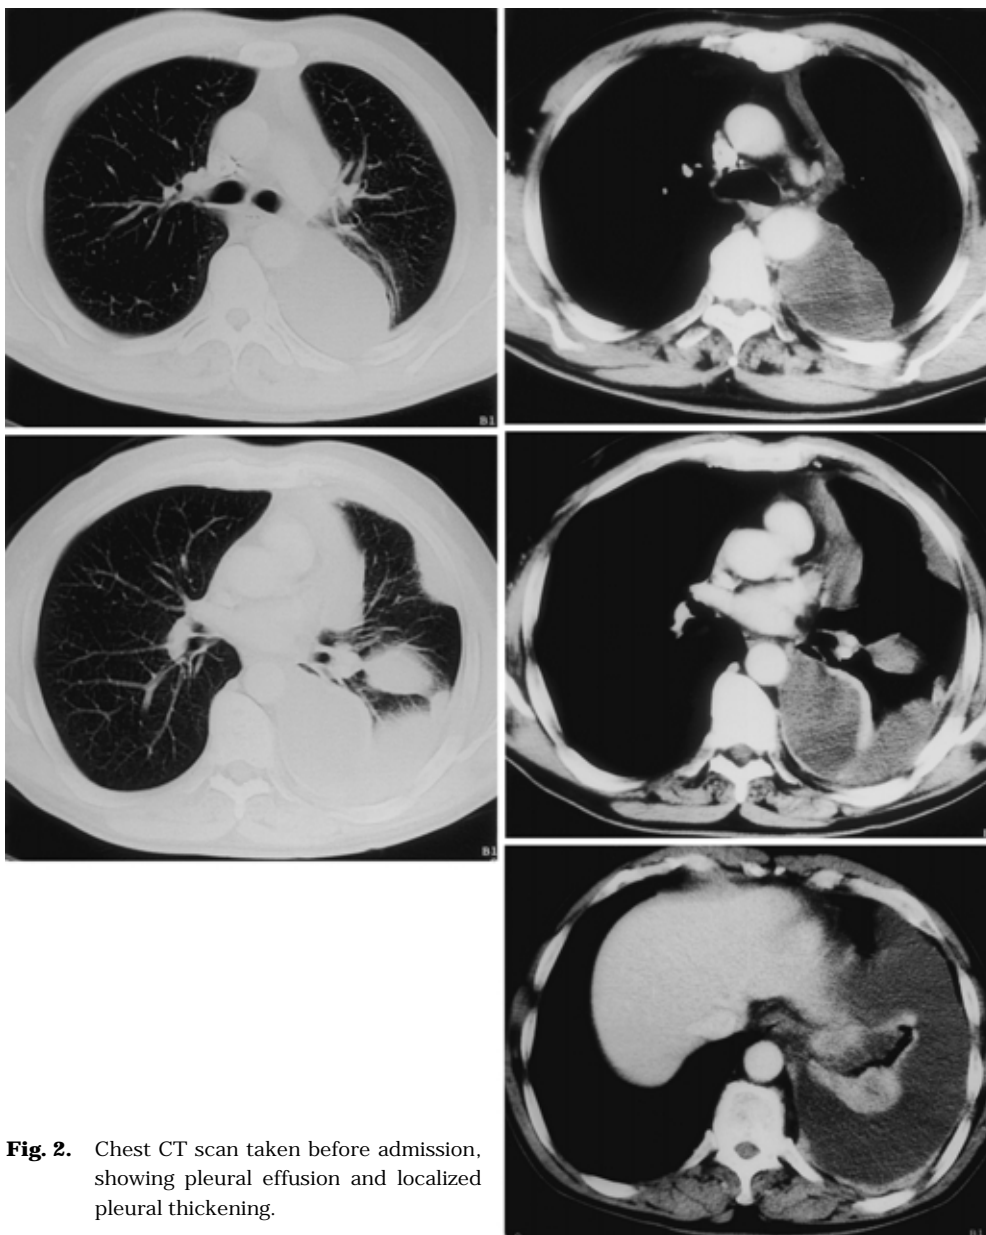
Chest CT scan taken before admission, showing pleural effusion and localized pleural thickening.
